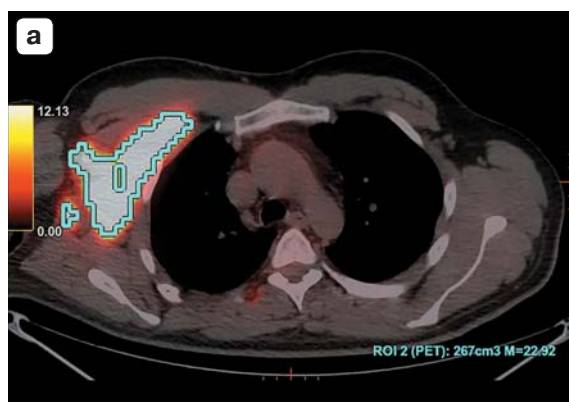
ДВКЛ, IV стадия ПЭТ/КТ до лечения. а – аксиальная плоскость; б – коронарная плоскость. Метаболически активный конгломерат лимфатических узлов в подмышечной области справа. $SUV_{max} = 22,92$.
